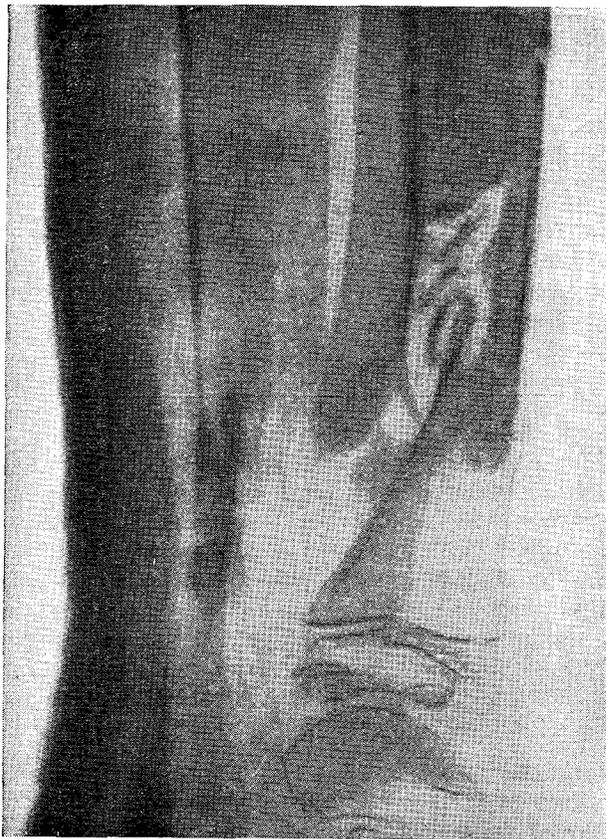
На рентгенограмме ясно видна форма трансплантата и как он вклинен в кости
